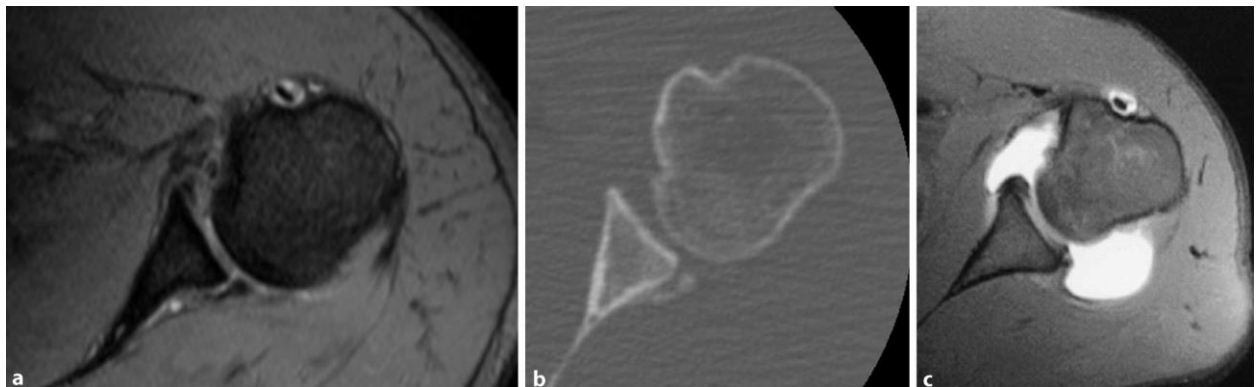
(A1). МРТ молодого хворого, гостра травма, не велике ушкодженням Hill-Sachs і незначні пошкодження суглобової губи під час занять спортом.
